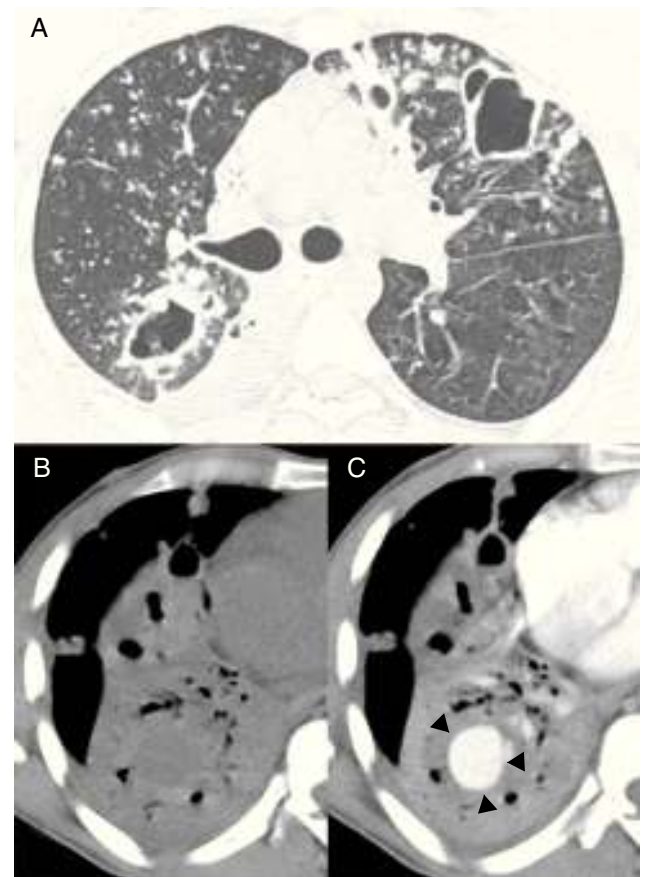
A) Imagen de tomografía computarizada (TC) axial a nivel de la bifurcación bronquial obtenida con configuración en ventana de pulmón. Muestra múltiples nódulos bilaterales y cavidades en el parénquima pulmonar. Imágenes de TC en ventana mediastinal a nivel de los lóbulos inferiores, antes (B) y después (C) de la administración de contraste muestran una consolidación en el lóbulo inferior derecho con una lesión redonda, con captación dentro del área consolidada (flechas).
